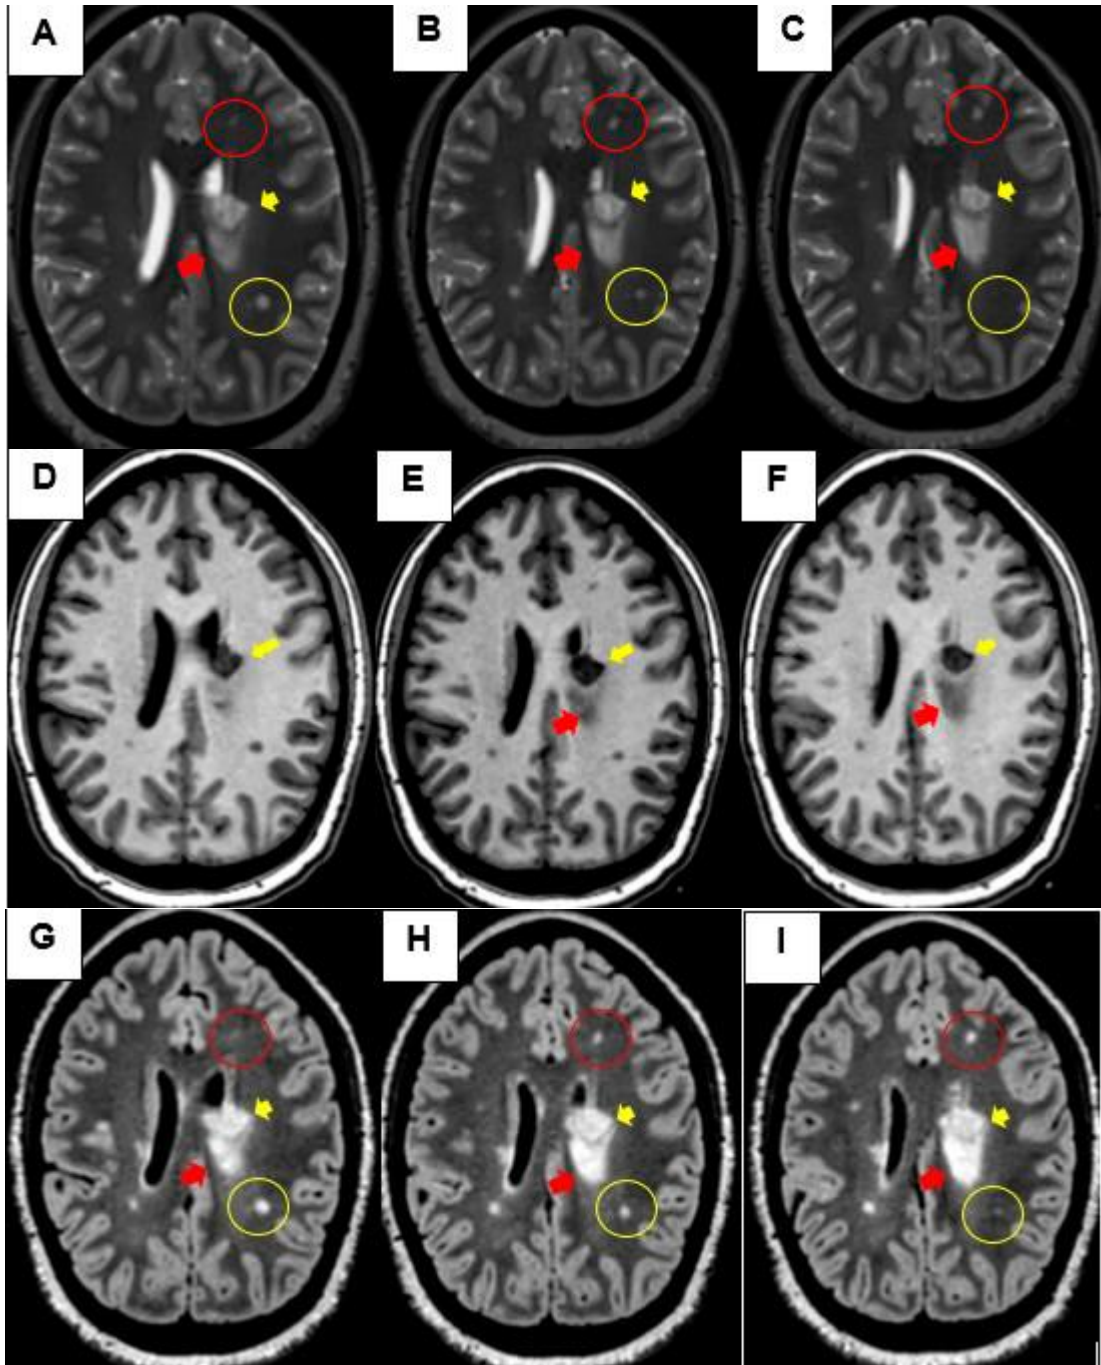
A-I, Imágenes de resonancia magnética tridimensionales, en reconstrucción axial a 1mm. A-C secuencia T2 3D- SPACE, de la D-F secuencia T13D- MPRAGE y G-I secuencia FLAIR (Fluid Attenuated Inversion Recovery) 3D-SPACE. Se observan múltiples lesiones subcorticales y periventriculares, las cuales se muestran hiperintensas en FLAIR y T2 e hipointensas en T1. La flecha amarilla señala placa desmielinizante, periventricular de 0.7cm de diámetro, se observó en 7 cortes consecutivos (solo 3 mostradas). La flecha roja señala edema intra-axial que produce compresión y colapso parcial sobre el ventrículo lateral
